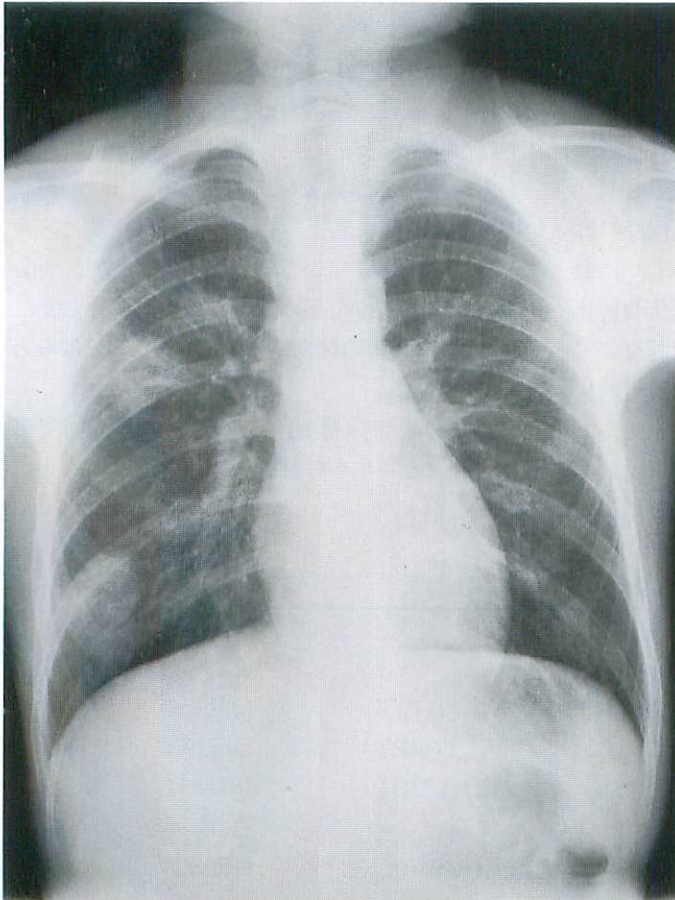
Plain chest radiograph on admission. Radiograph of the chest showed three large spherical shadows of water density in the right lung.
